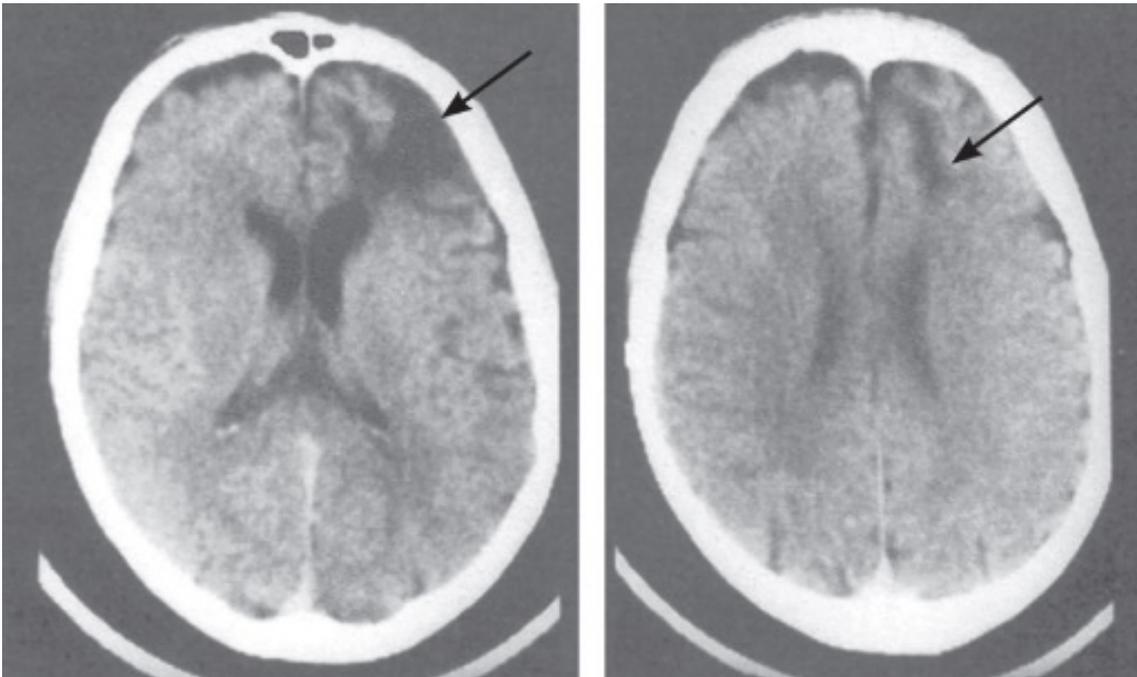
Epilepsia postraumática. Lesiones características de contusión frontal en TC*
